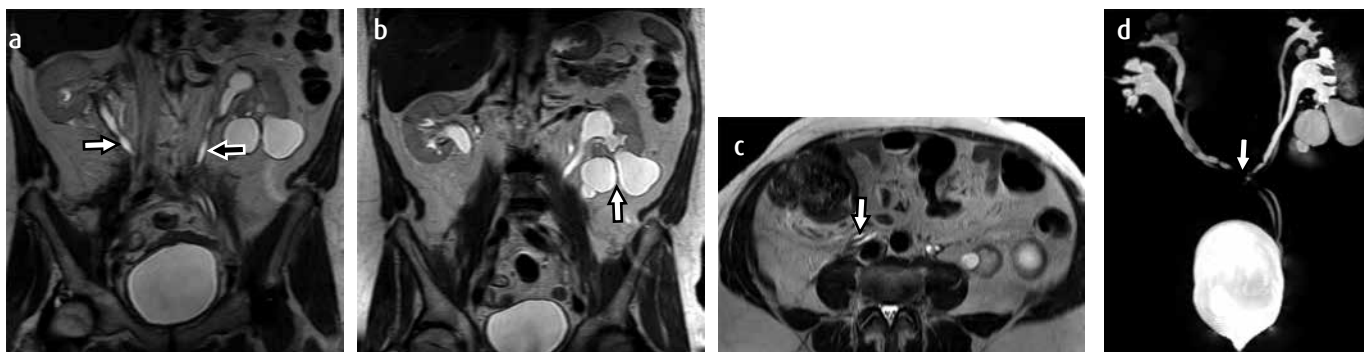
Paciente con antecedente de doble sistema colector bilateral, con lesión inadvertida de uno de los uréteres derechos durante una linfadenectomía pélvica ampliada para un tratamiento o de adenocarcinoma de próstata. El paciente requirió transureteroureterostomía de los uréteres derechos a los izquierdos por imposibilidad de un reimplante ureterovesical. Urografía por resonancia magnética en 3T. a y b) Cortes coronales potenciados en T2, donde se identifica una ligera dilatación de los sistemas colectores y uréteres de ambos lados (flechas), así como múltiples quistes corticales simples en el polo inferior del riñón izquierdo (flecha). c) Corte axial potenciado en T2, donde se visualiza la orientación horizontalizada de los uréteres derechos antes de su anastomosis con los contralaterales (flecha hueca). d) reconstrucción 3D, que demuestra el doble sistema colector bilateral, con los sistemas colectores y uréteres inferiores con mayor grado de dilatación y los uréteres derechos anastomosados a los uréteres izquierdos en la línea media (flecha).
